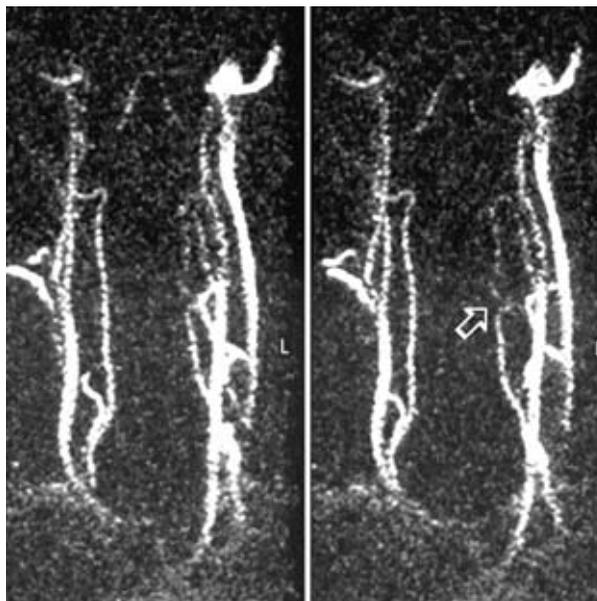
МРТ-ангіографія, компресія та зміщення хребтової артерії (позначене відкритою стрілкою)
